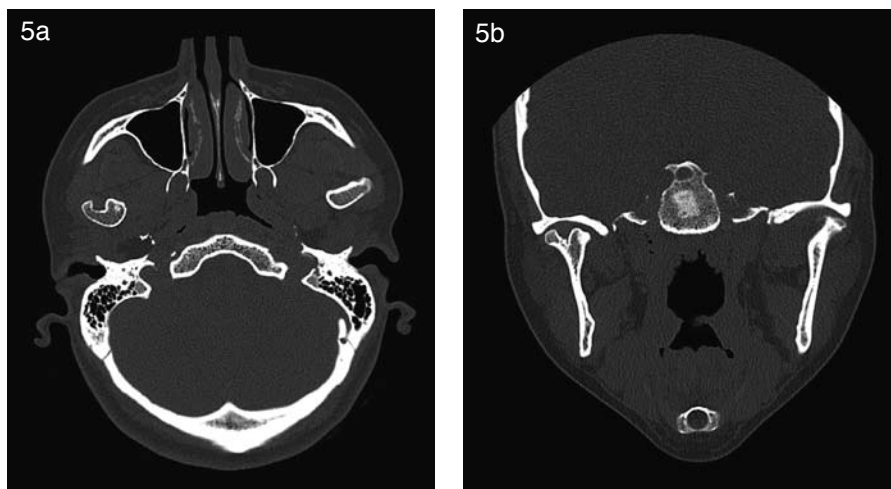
a,b. TC, cortes axial y coronal de Caso 2, muestran severa depresión de cóndilo mandibular derecho en zona anterior, que se extiende hasta su ápex, sin compromiso de cuello ni borde condilar posterior, determinando diagnóstico de cóndilo bifido unilateral. En máxima apertura bucal, ambos cóndilos abandonan la cavidad glenoidea, sin embargo se aprecia menor movilidad en el lado afectado.
